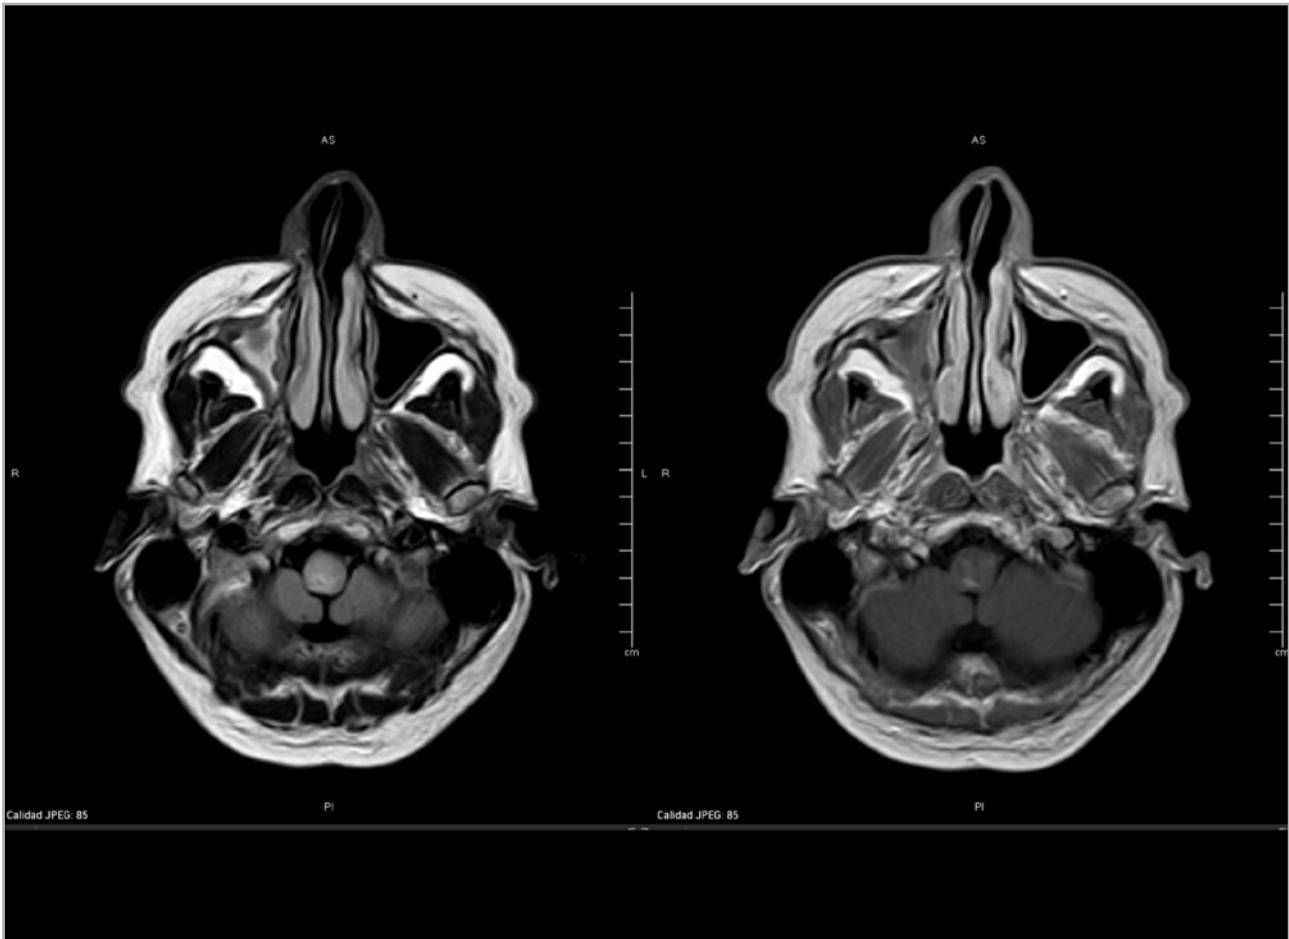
Resonancia magnética (RM) craneal. A: T2/FLAIR axial que muestra lesión hiperintensa perependimaria a nivel del bulbo raquídeo; B: T1 poscontraste axial que muestra captación de gadolinio.
